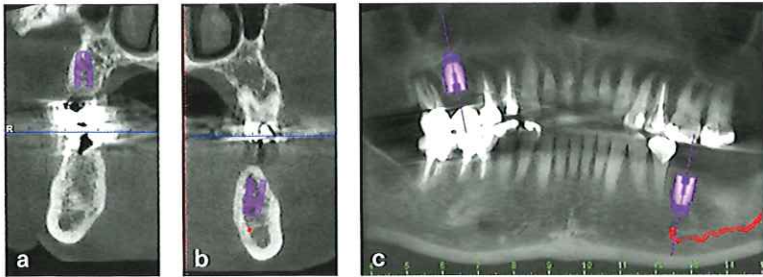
a~c インプラント埋入術前 CT による検査および埋入シミュレーション。
